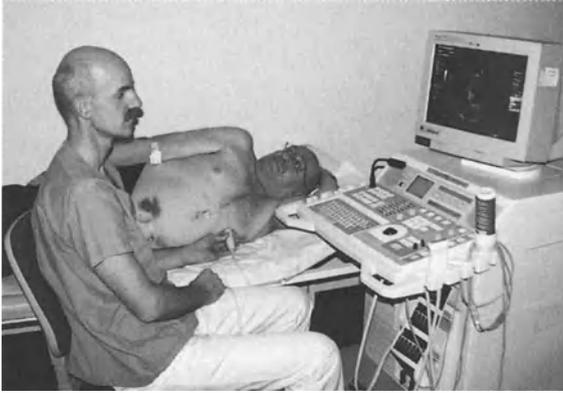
Herzultraschall: Die Herzklappen und der Herzmuskel sind mit der sog. Echokardiographie sehr gut beurteilbar
